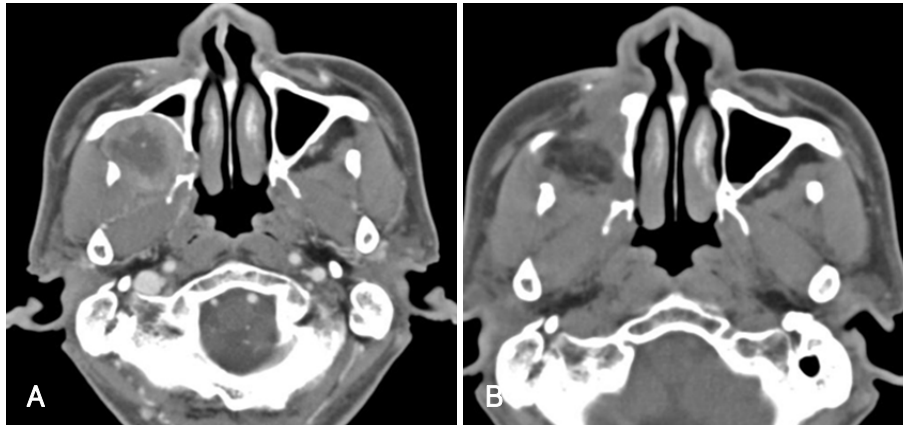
Pre-OP CT axial view: Right infratemporal area mass with extension to pterygomaxillary fissure, buccal fat pad, hard palate area (A). Post-OP CT axial view: After one-year, removal state of right infratemporal area mass (B).
